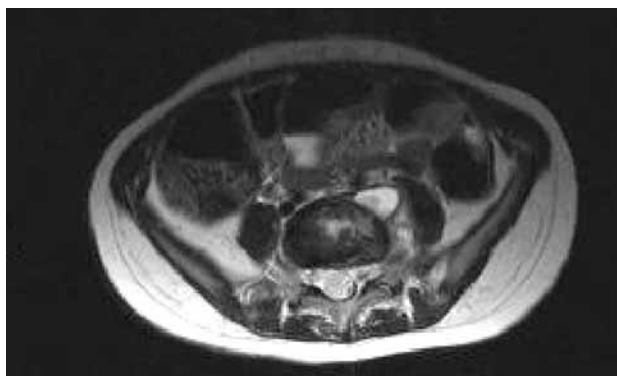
Imagen de RMN de la paciente.
